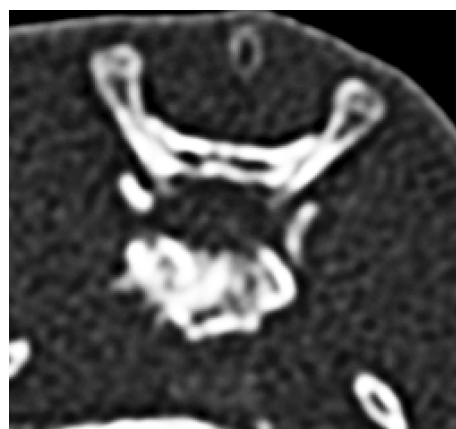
建模成功后 CT 显示实验动物的接种椎体骨质破坏明显
